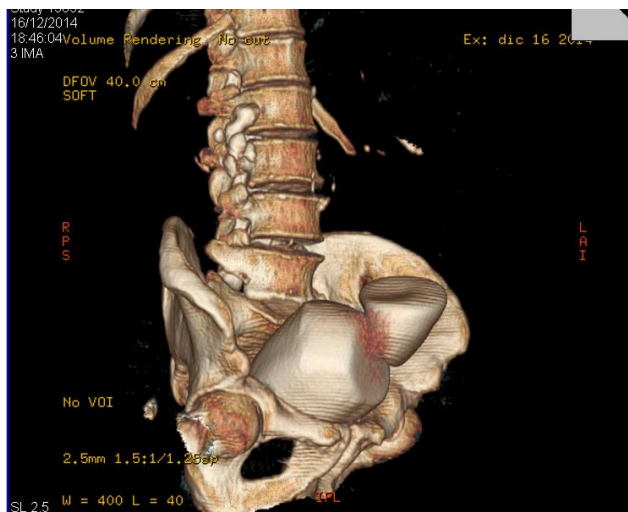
Tomografía de abdomen y pelvis con reconstrucción tridimensional mostró masas de densidad cálcica en la vejiga
